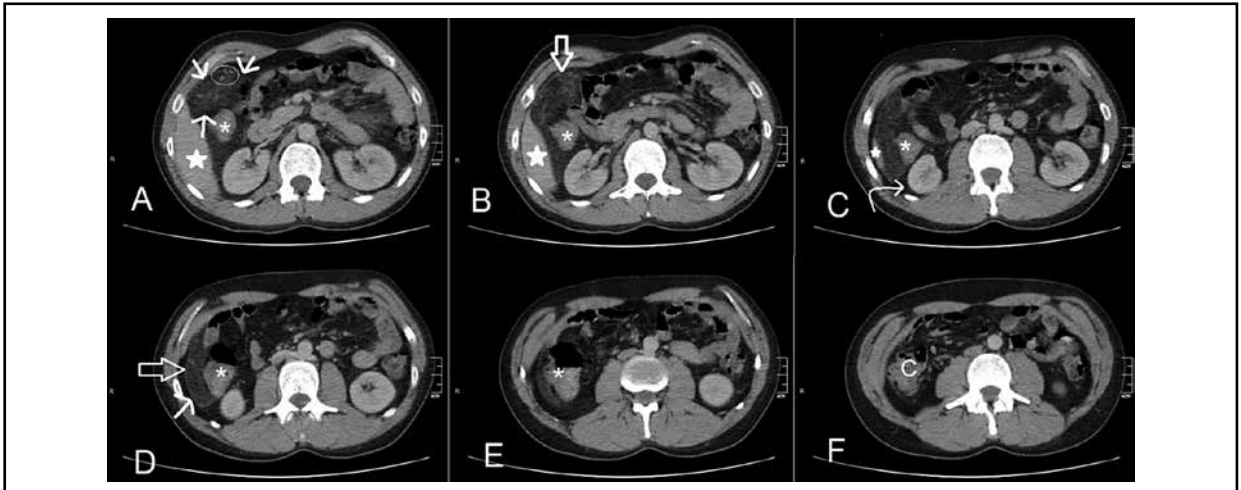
Tomografía multicorte con contraste endovenoso, cortes axiales. Flechas rectas: Alteración densitométrica de la grasa epiploica. Círculo blanco: vasos sanguíneos mesentéricos ingurgitados. Estrella: hígado. Asterisco: colon descendente. Flecha hueca: peritoneo parietal. Flecha curva: grasa perirrenal indemne. C: ciego.
